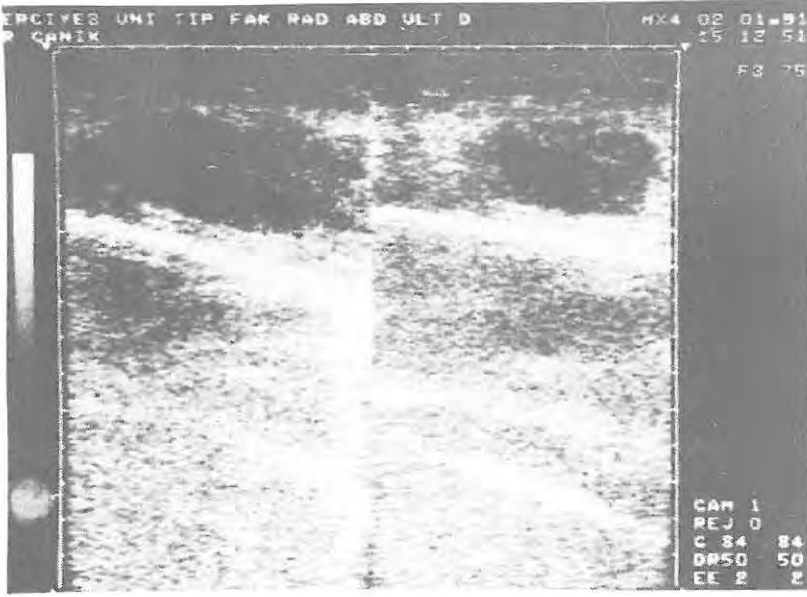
(A) Sağ uyluğunun alt kısmında 1 haftadır kızarıklık, ağrı ve şişlik şikayeti olan 3 yaşında erkek hasta. Diz grafisinde yumuşak doku şişliği dikkati çekmektedir(A). US'desağ femur distal metafizinde lateralinde periost elevasyonunu gösteren band ve korteksle bu band arasındaki subperiosteal absse'yi (Akut osteomyelit) gösteren anekoik mayi kolleksiyonu izlenmektedir
